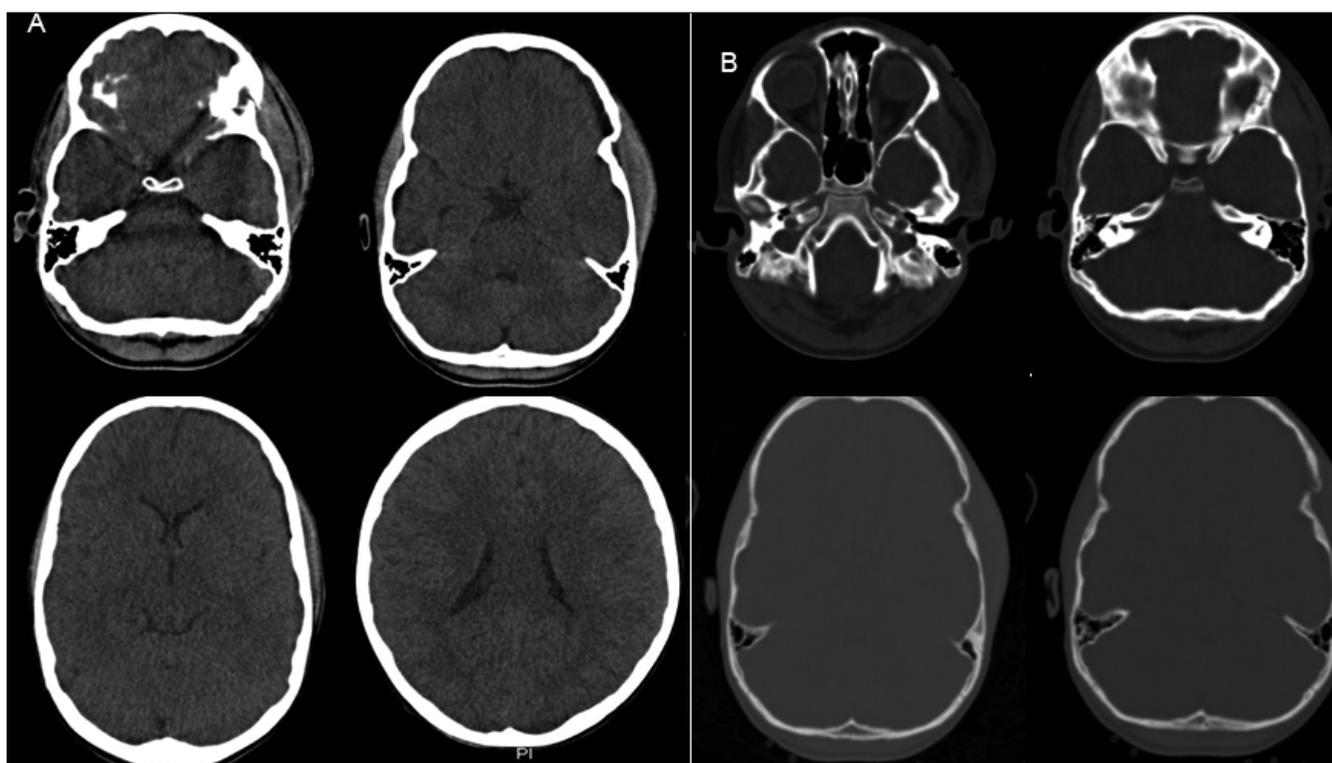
TC cerebral control 14 horas posterior al primer estudio. A) Ventana para parénquima en la que no se aprecia lesión anteriormente descrita. Se observa aumento de hematoma subgaleal comparado a imagen previa; B) Ventana ósea se aprecia fractura frontobasal izquierdaya descrita con discreto aumento del hematoma subgalealipsilateral.
